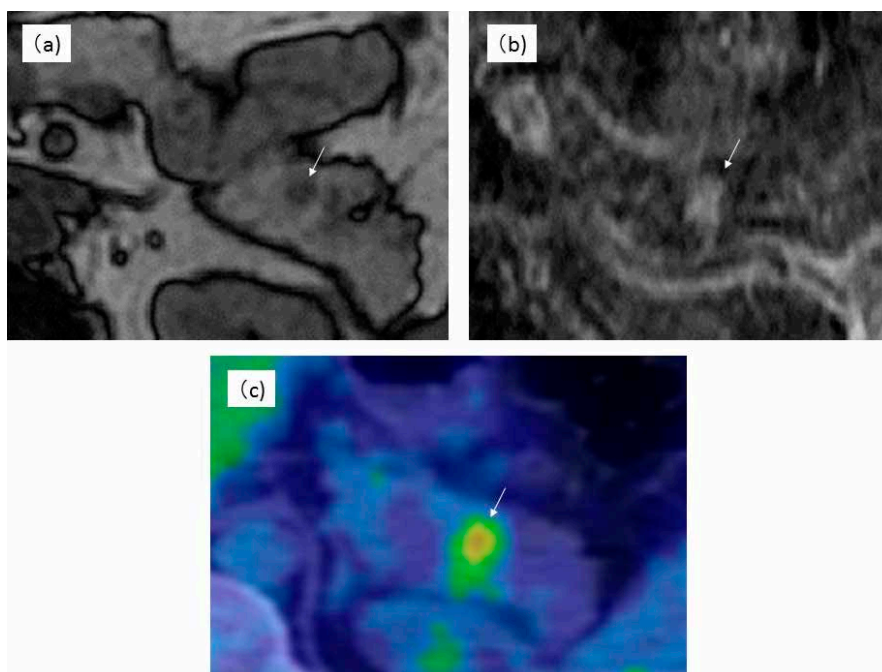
腹部MRI検査 (a, b), FDG-PET/CT検査 (c)
